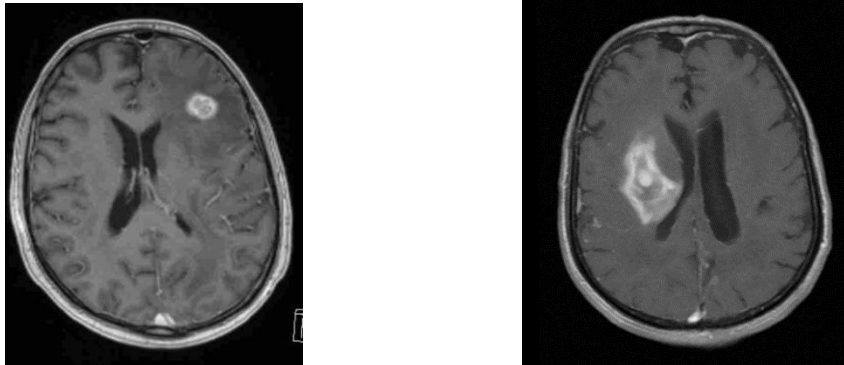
IRM cérébrales avec tumeur
